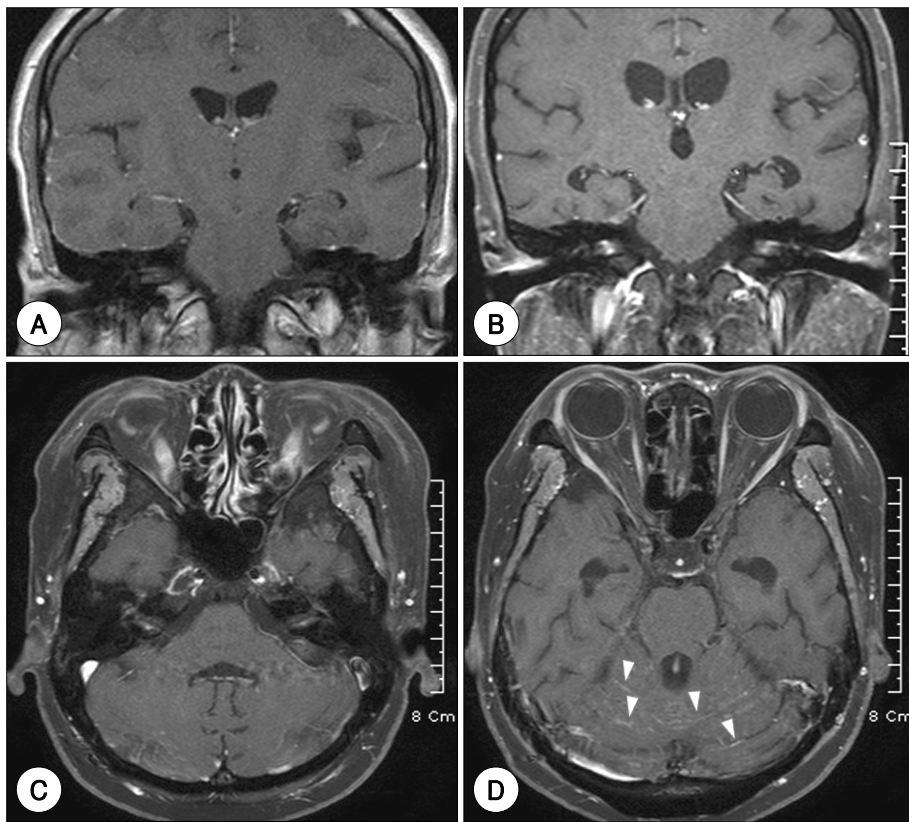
MR images of leptomeningeal carcinomatosis involving bilateral internal auditory canals. (A) A gadolinium-enhanced T1 image of brain which was taken at the initial diagnosis of leptomeningeal carcinomatosis. No abnormal enhancement is examined in the bilateral eighth nerves. (B) A coronal and (C) an axial views of gadolinium-enhanced T1-weighted images after development of hearing loss showing internal auditory canals. Bilateral cochleo-vestibular nerves are enhanced and hydrocephalus is noted. (D) A gadolinium-enhanced T1-weighted image reveals an abnormal leptomeningeal enhancement in cerebellar fissures (arrowheads).
